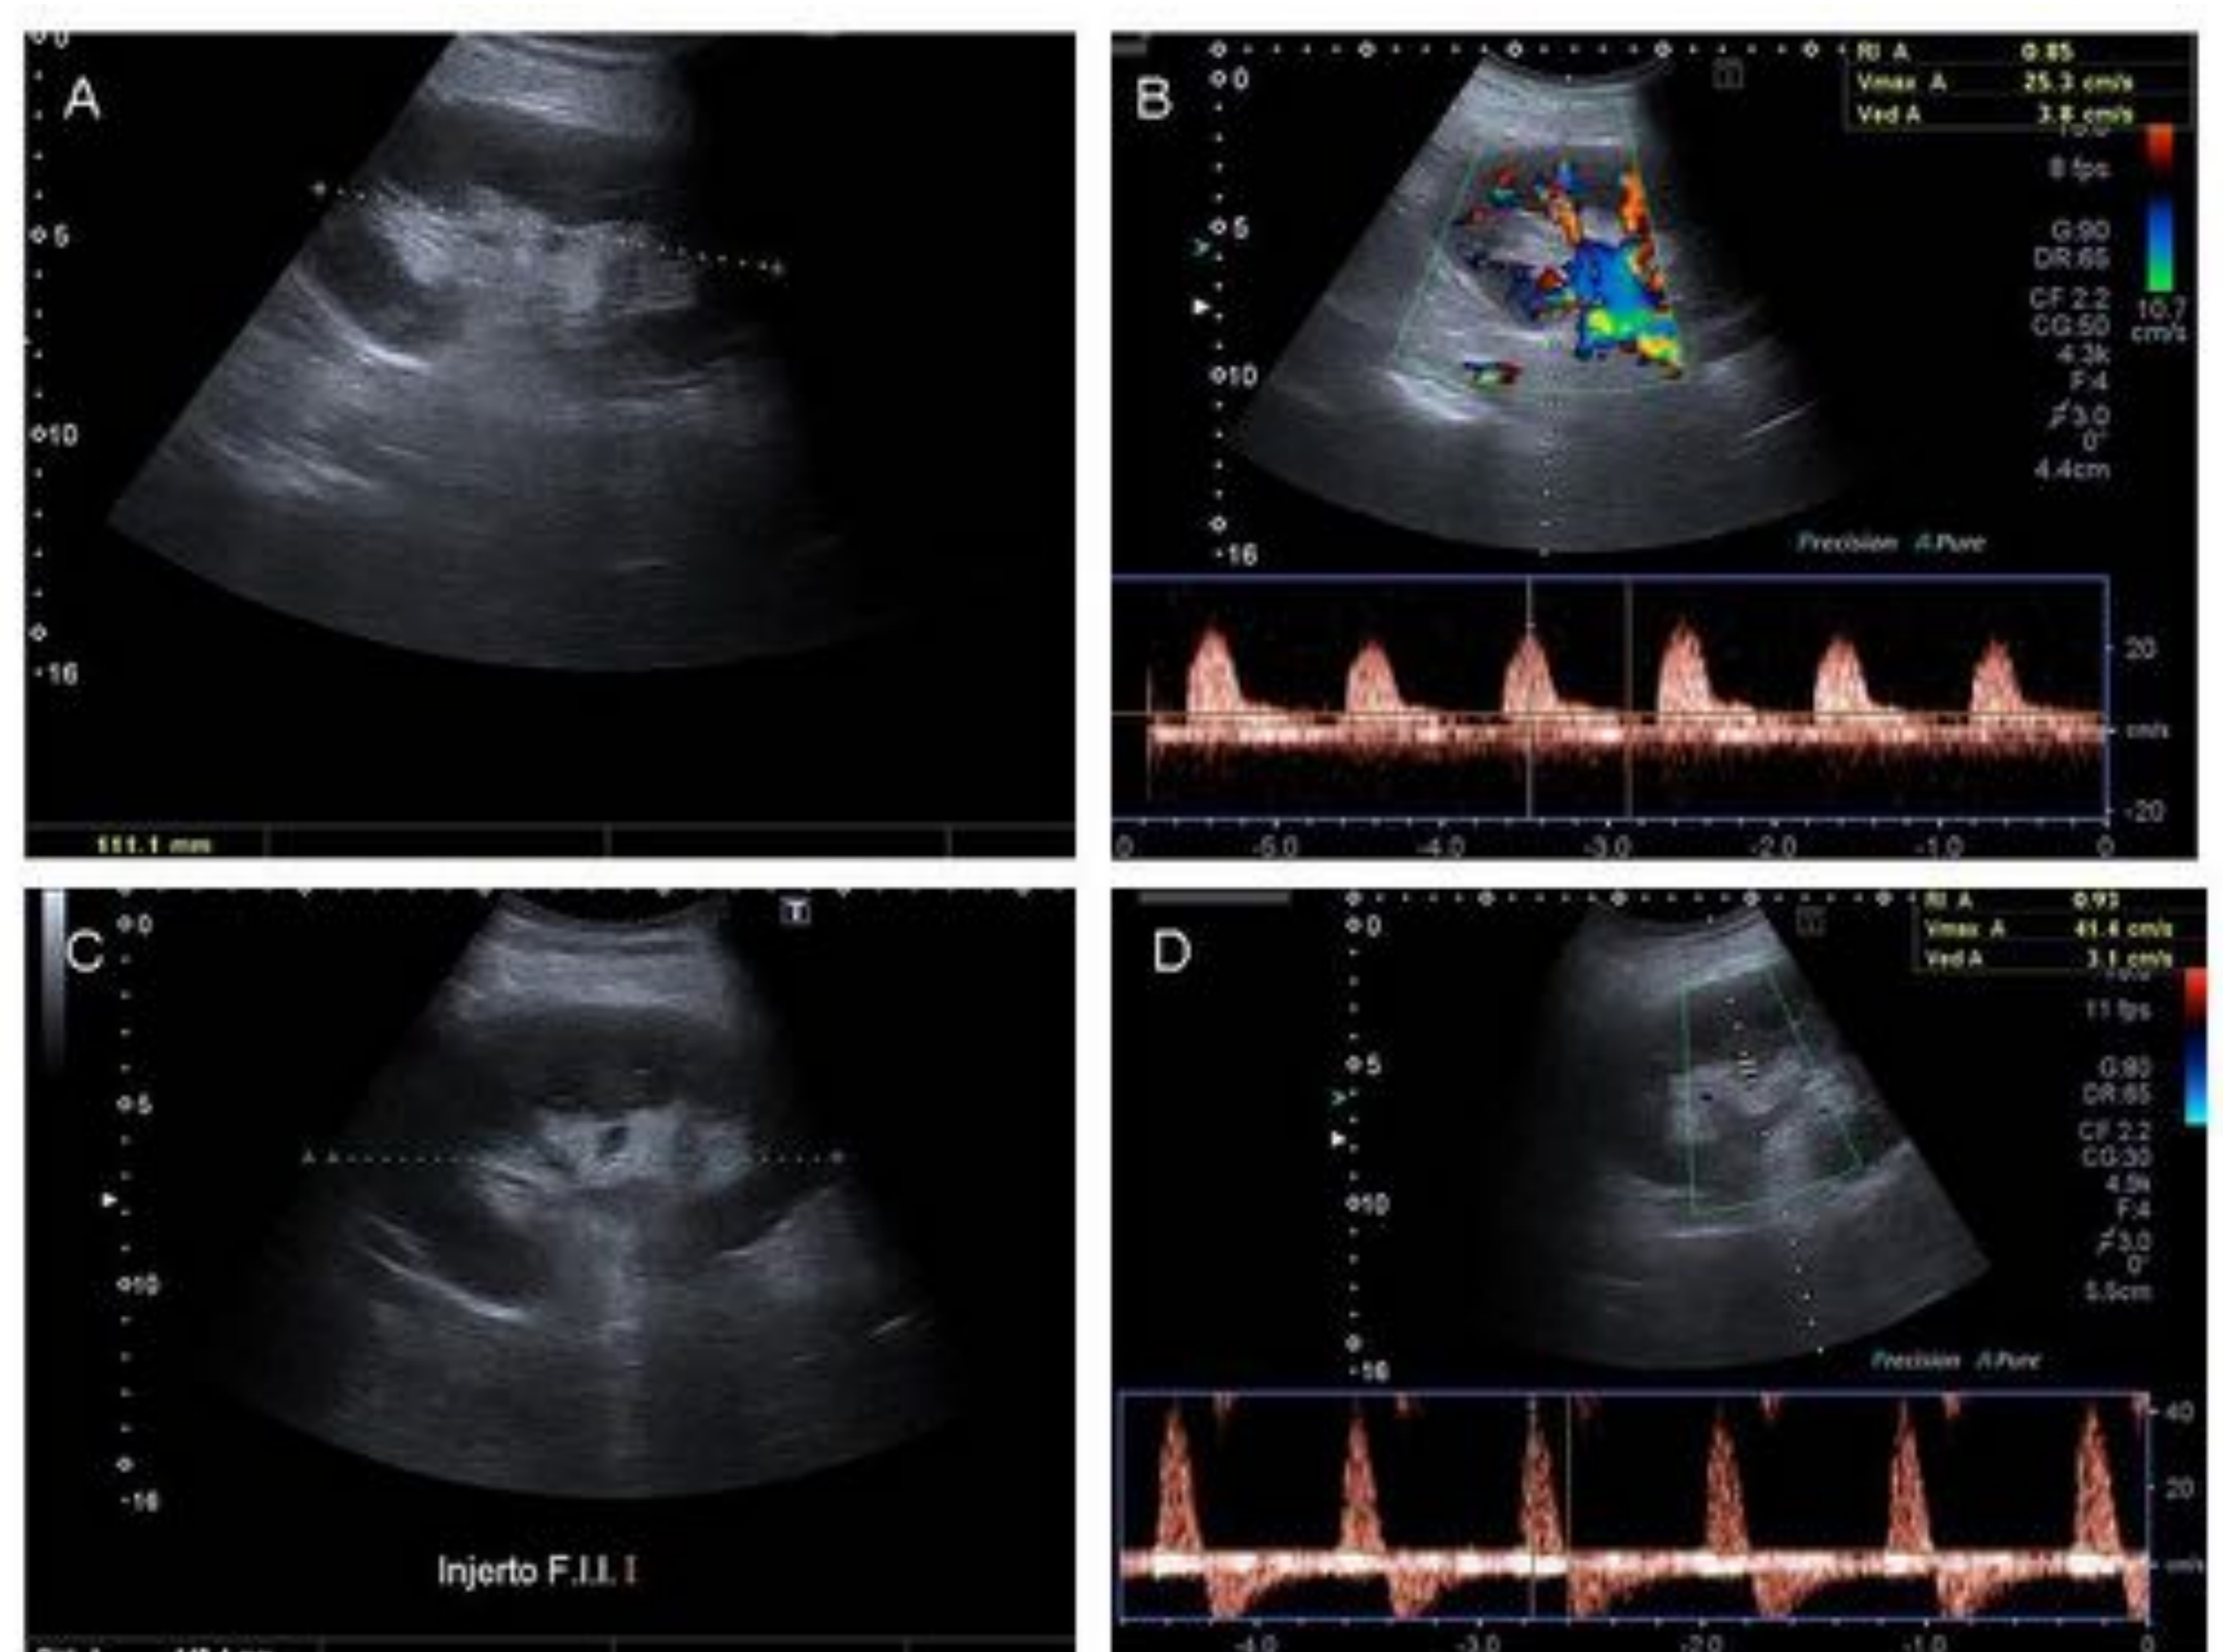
Trombosis de la vena renal. Las imágenes A y B muestran un injerto morfológicamente normal y con buena vascularización. Horas más tarde, el paciente comienza con dolor brusco en la zona del injerto, observándose un aumento de su tamaño, más edematoso (imagen C) y con la característica inversión de la diástole en la ecografía Doppler (imagen D).
